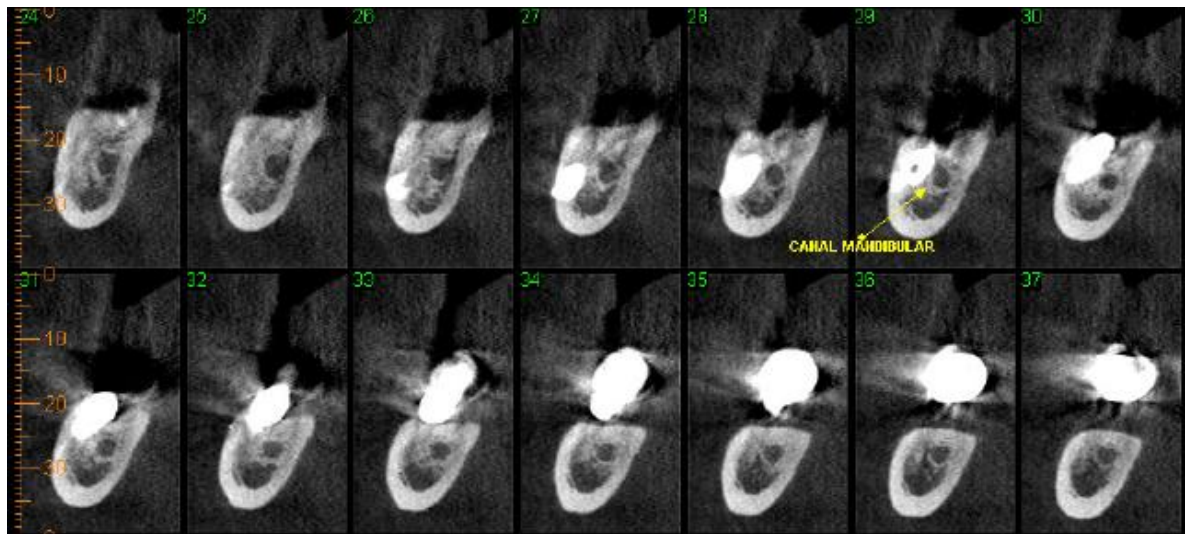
Imagem de tomografia cone beam com implante passando lateralmente ao canal mandibular
